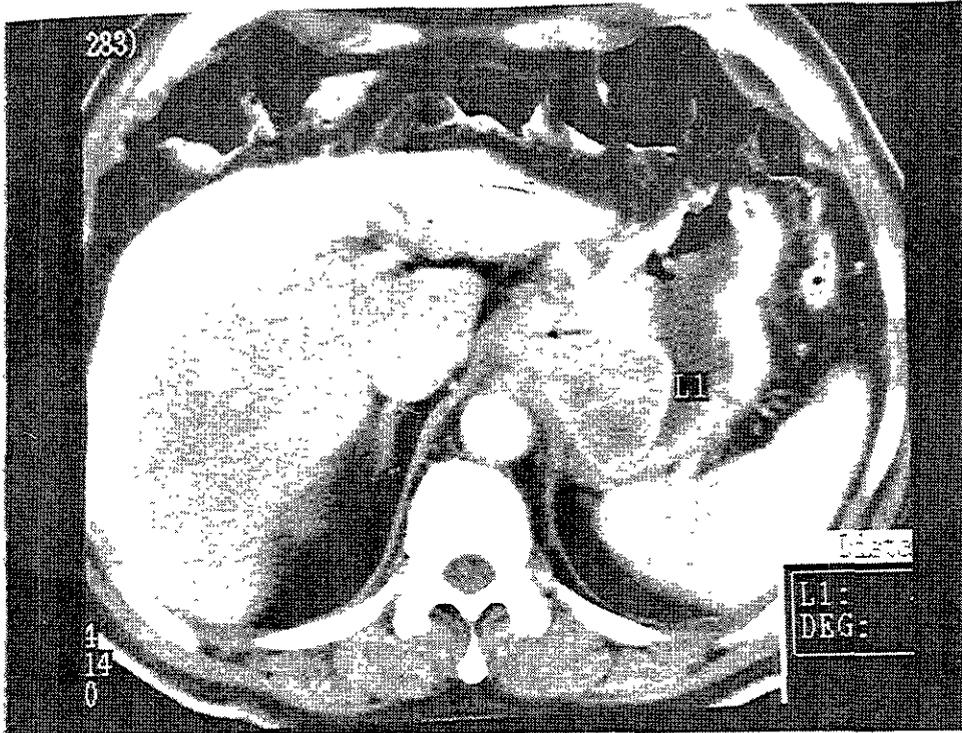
Tomografía Helical con doble contraste en corte axial, mostrando carcinoma de el fundus gástrico de 3 X 5 cms con invasión ha serosa, submucosa y capa intramural. Encontramos áreas de baja atenuación por necrosis.
